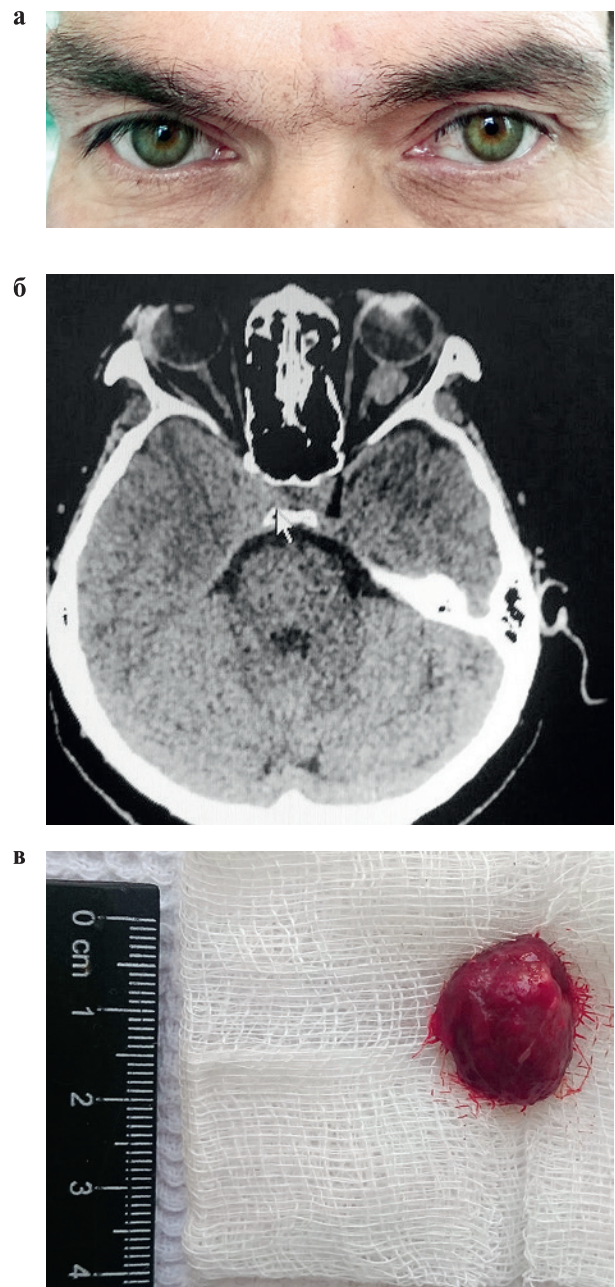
Внешний вид больного (а), компьютерная томография (б) и кавернозная гемангиома орбиты небольших размеров (в)
